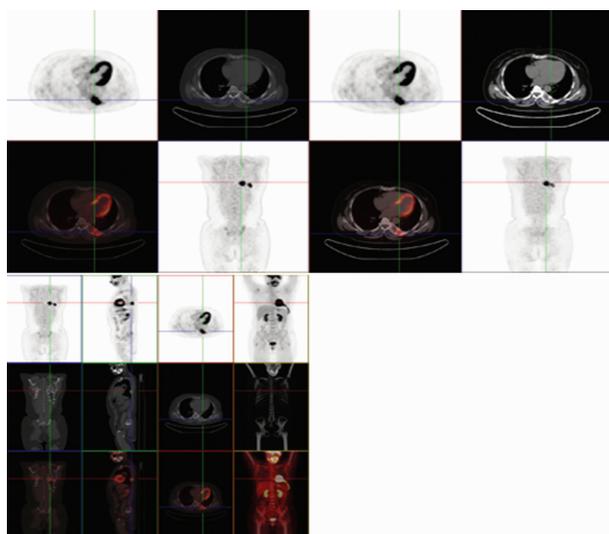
左侧第 8 肋骨病灶¹⁸F-FDG PET/CT 检查图像
